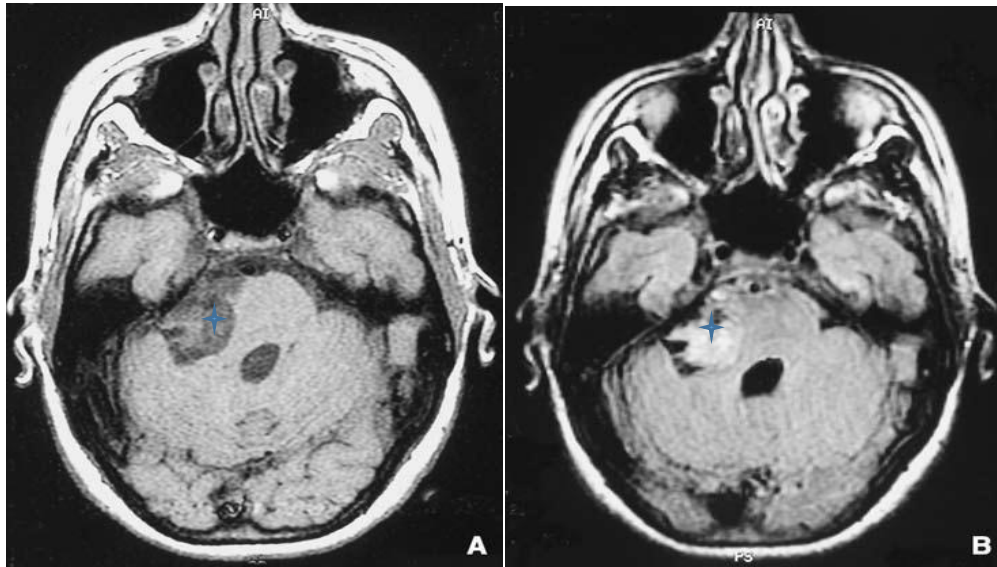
Aspect IRM du kyste épidermoïde [42].
